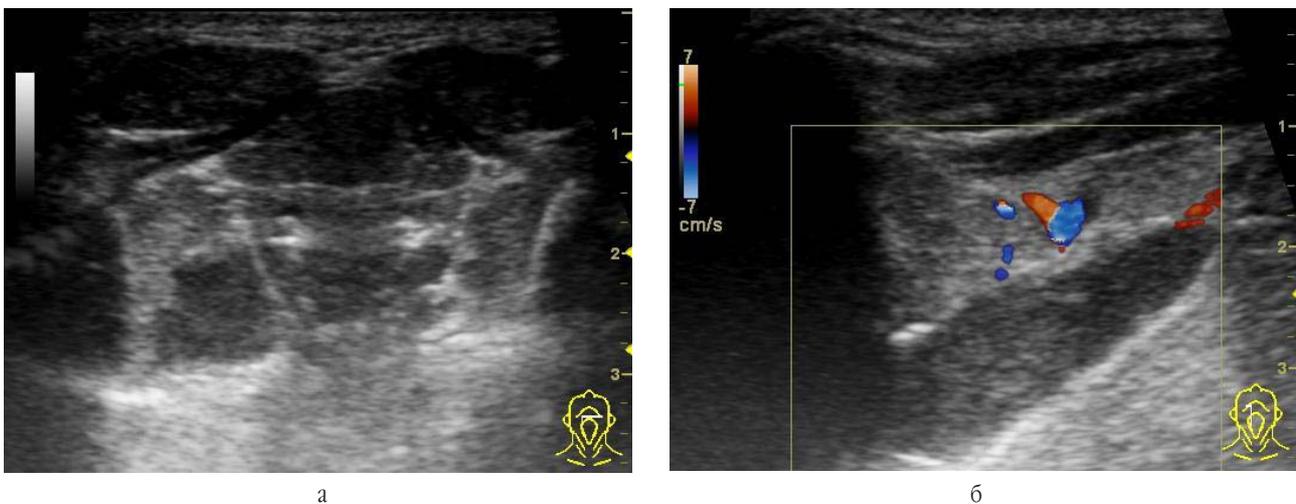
УЗИ. Ретенционная киста правой подъязычной слюнной железы: а – В-режим: в проекции полюса правой подъязычной слюнной железы определяется жидкостное образование с ровными и четкими контурами; б – режим ЦДК: капсула видна фрагментарно, в проекции – небольшое количество эхогенной взвеси, кровотоков не определяется
